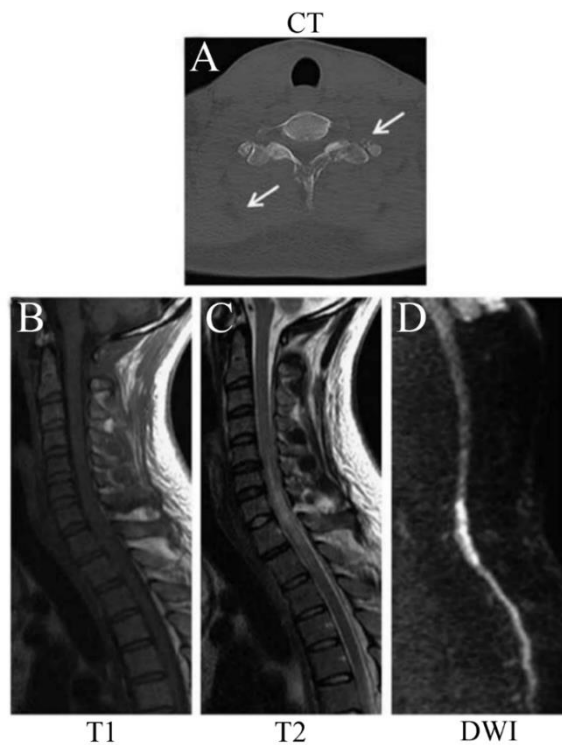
Le patient a reçu une balle dans la colonne vertébrale mais sa trajectoire n'a pas atteint la moelle épinière. Le CT scan (A) montre la trajectoire de la balle et l'extension de la fracture (flèches blanches). L'IRM pondérées T1 (B) ne permet pas de révéler un impact sur la moelle épinière tandis que l'IRM pondérée T2 (C) affiche un hyper signal mais ne montre pas de déchirure de la moelle, ce qui indique que la lésion est secondaire et due à la proximité de la force de souffle de la balle plutôt qu'une lacération directe. L'imagerie pondérée diffusion (D) (b-value=1000) révèle un hyper signal ce qui indique une zone de diffusion restreinte qui correspond à une lésion axonale.
